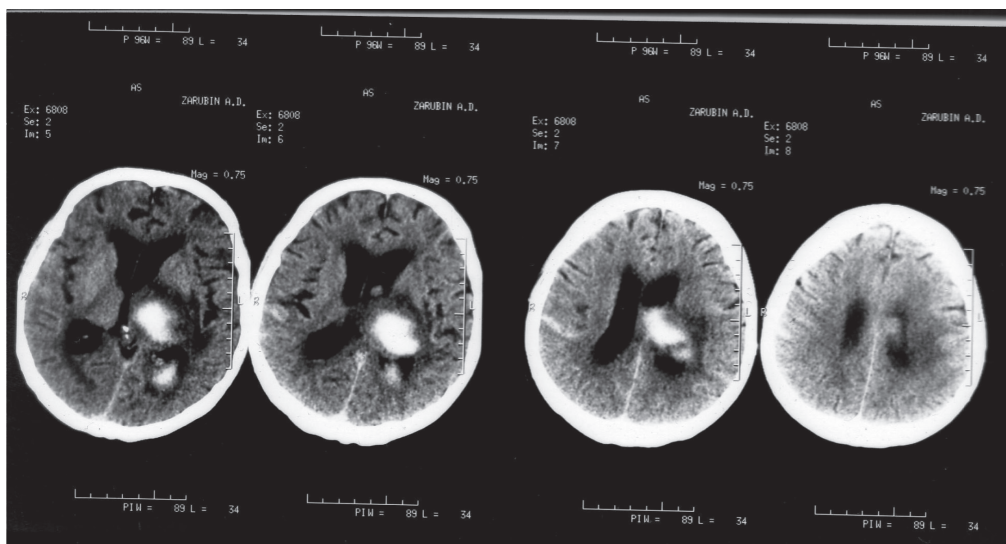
КТ больного 3. после проведенного лечения кортексином по 20 мг внутривенно капельно в течение 10 дней
